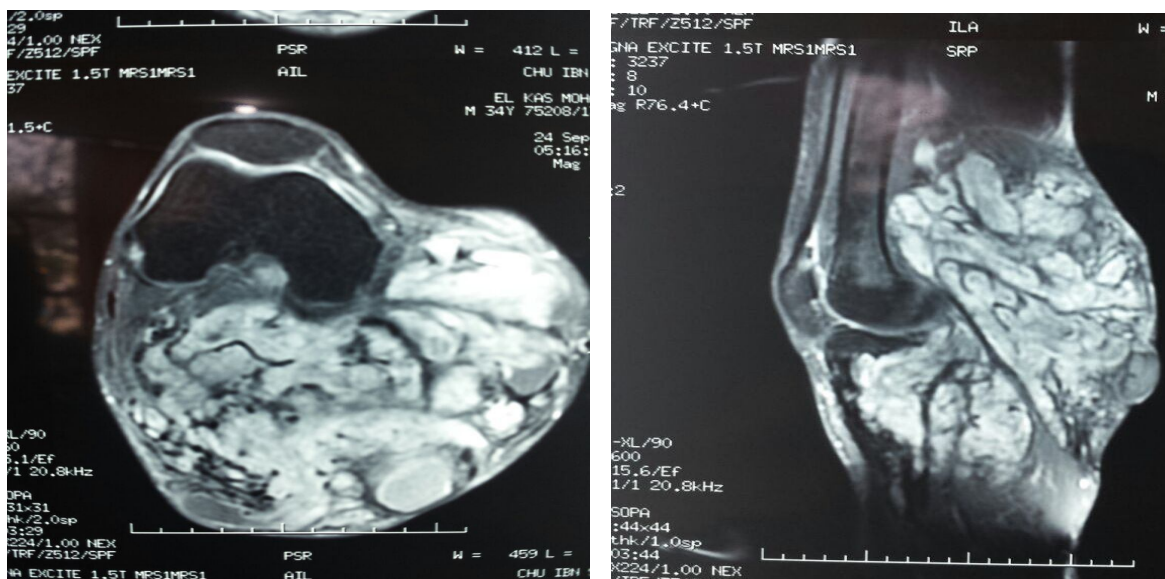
image IRM montrant la localisation exacte de cette tumeur, son siège et ses rapports avec les organes nobles de la région.
